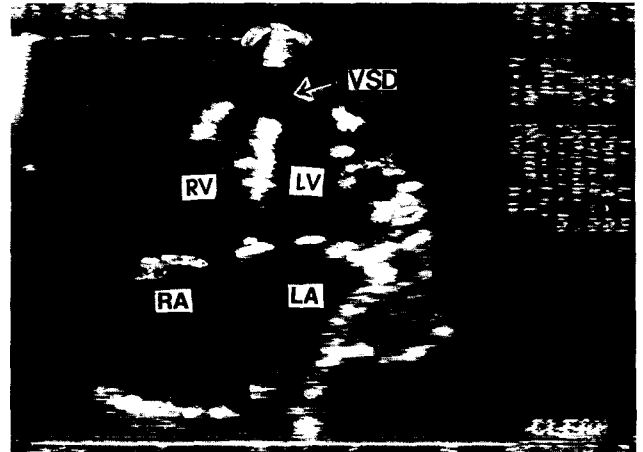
Preoperative 2-D echocardiogram, showing echo free space at the lower interventricular septal area (arrow) on apical four chamber view.
